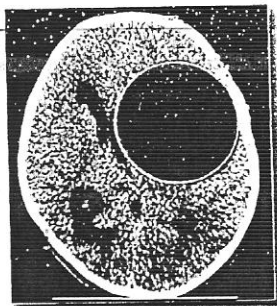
Chist hidatic primar frontal stâng (uniloculat) – CT cerebral nativ.
